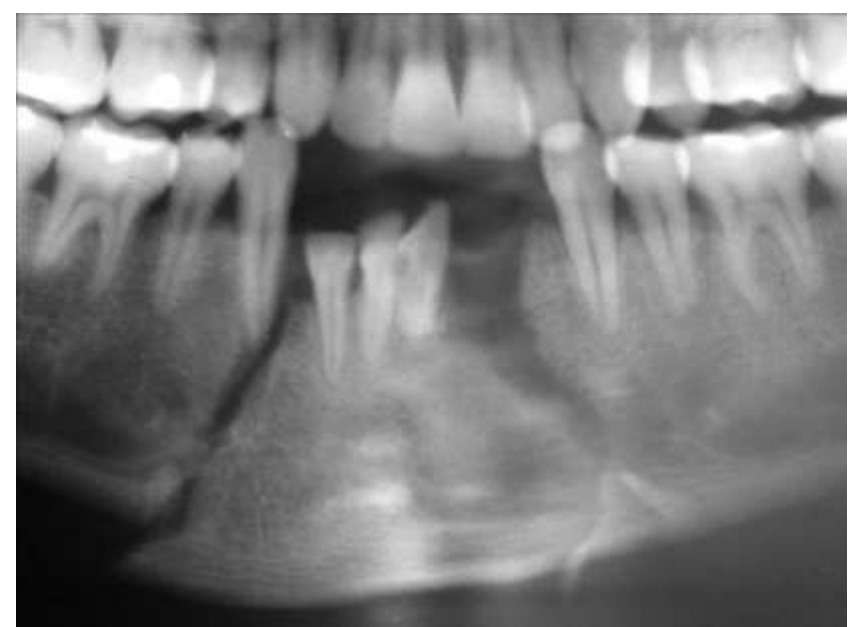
Radiografia panorâmica (maior aumento da região anterior da mandíbula), evidenciando a fratura da região mentoniana e deslocamento do fragmento ósseo
